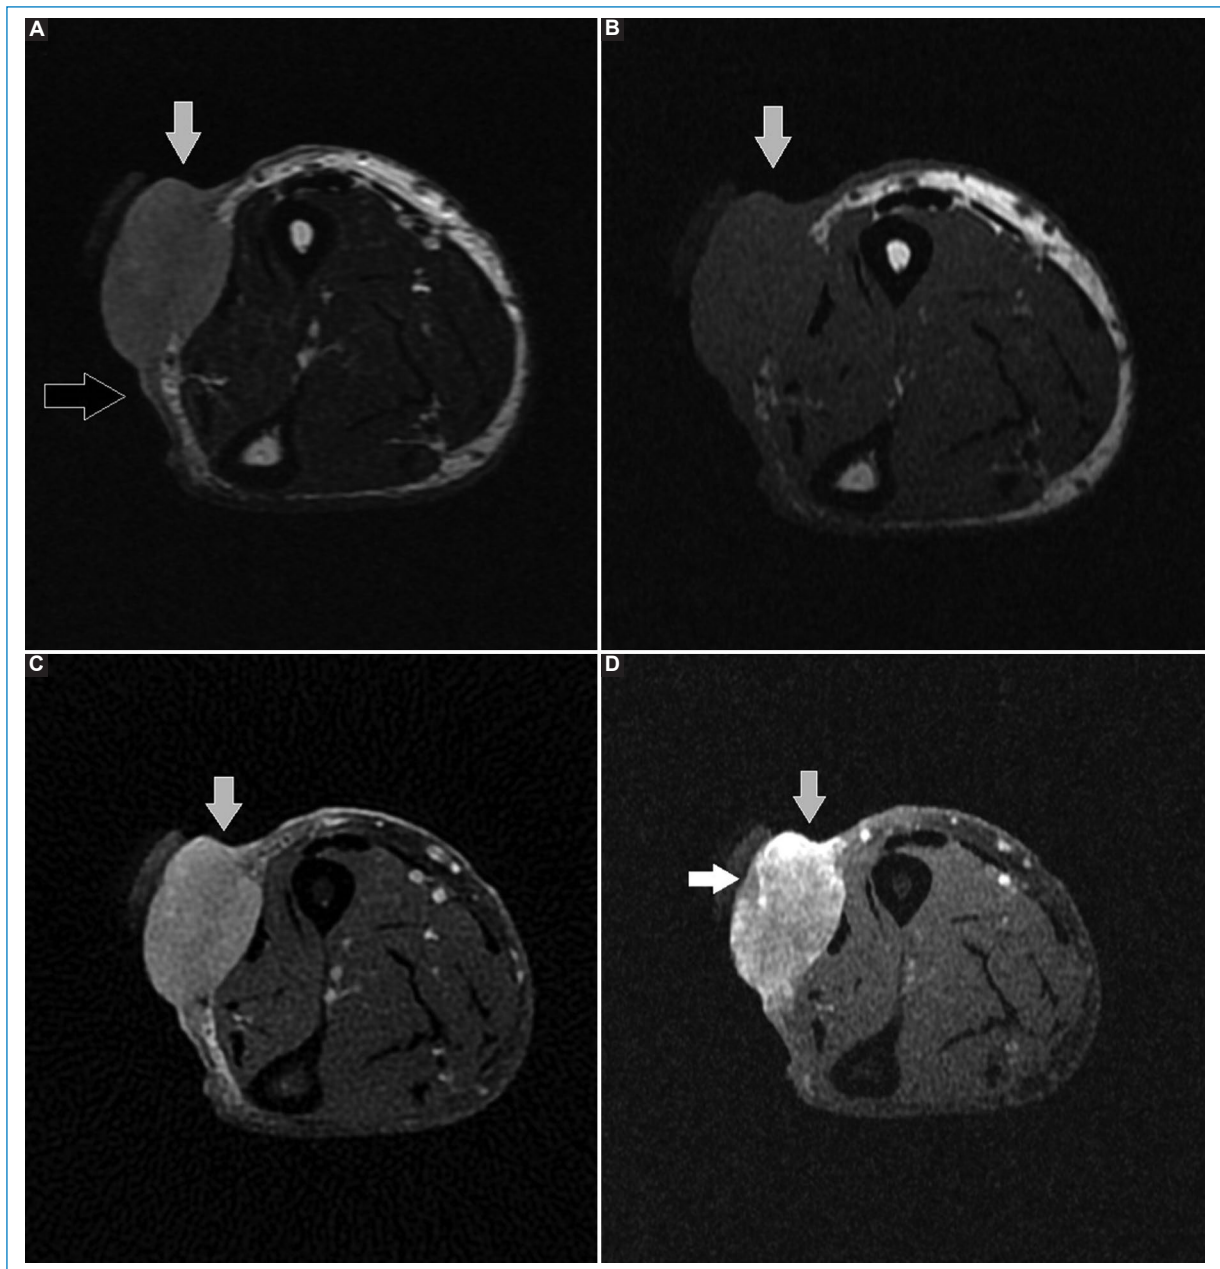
RM. (A) Corte axial en secuencia T2. (B) Corte axial en secuencia T1. (C) Corte axial en secuencia DP FS. (D) Corte axial en T1 FS con gadolinio ev. Tumor exofítico, en el plano dermis-hipodermis, sin invasión de planos musculares, con realce heterogéneo con gadolinio (flecha gris), y área superficial hipocaptante (flecha blanca). Se asocia a engrosamiento de la dermis (flecha negra).
